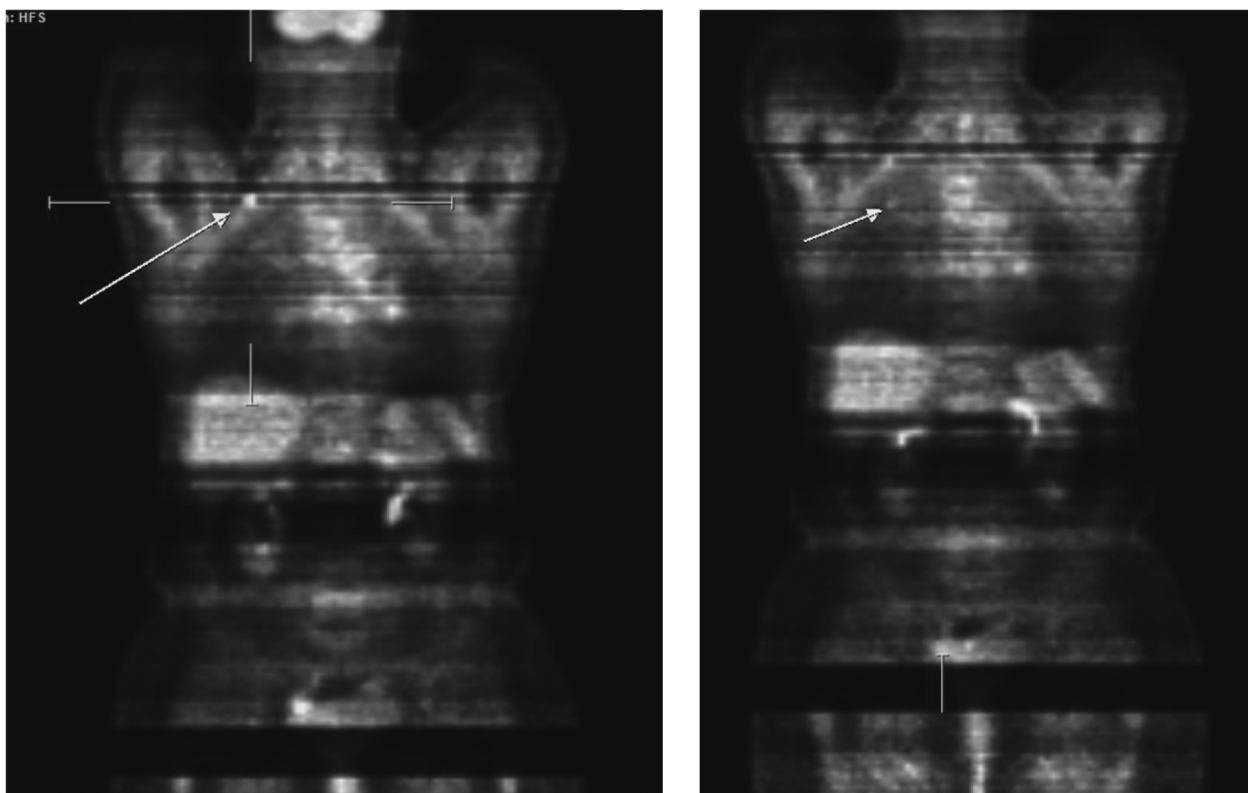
ПЭТ-КТ от августа 2021 г.
